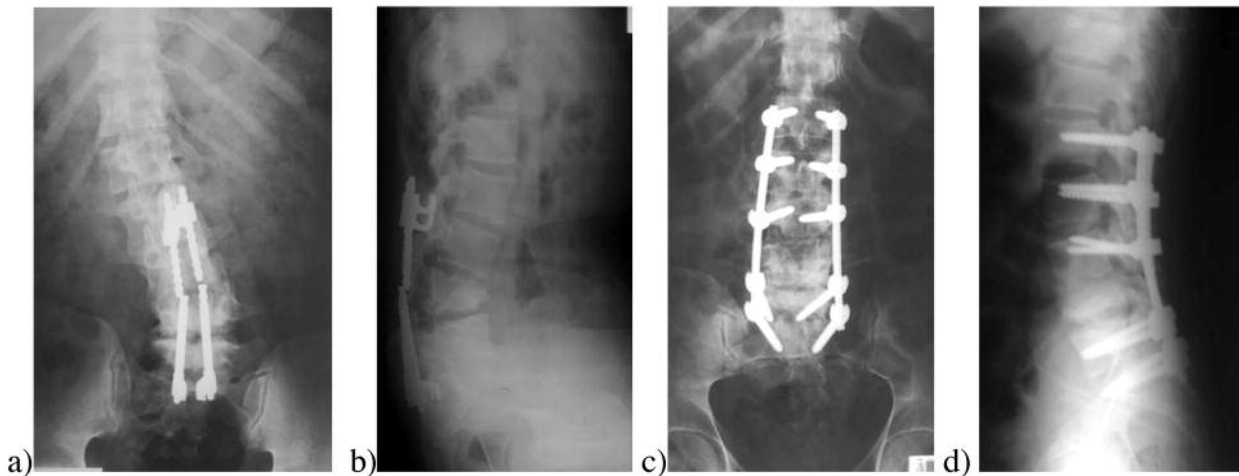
L4 posterior wedge osteotomy was performed in a 28 years old man with previous failed back surgery for L4 fracture. Preoperative radiographs show implant failure (a) and local kyphosis (b). Postoperative radiographs show restored coronal (c) and sagittal (d) balances.
